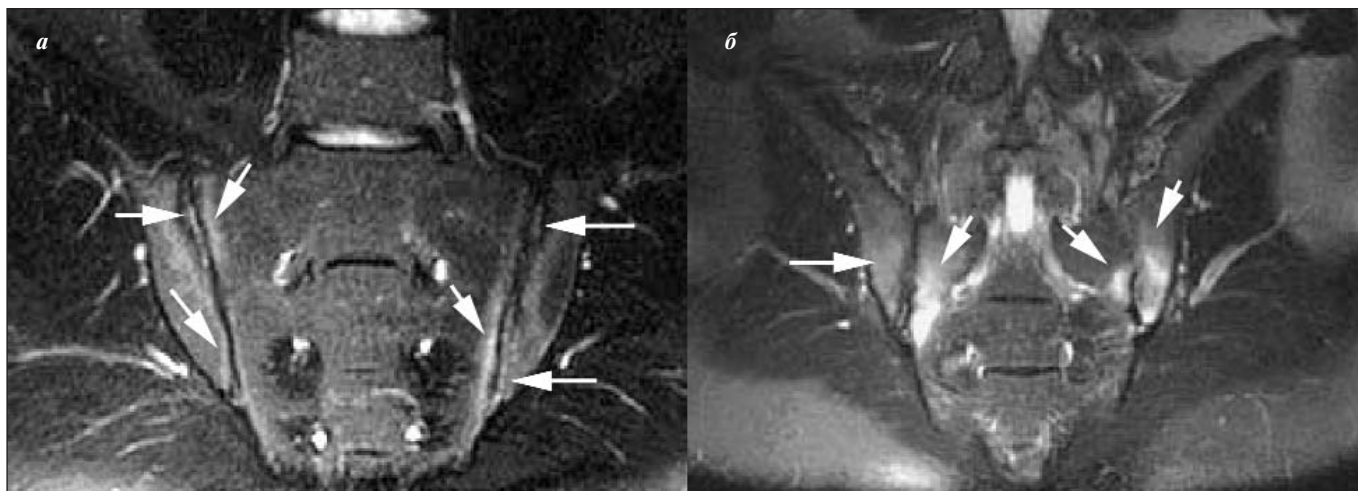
МРТ. а — T_2 -FS-взвешенный режим. Вдоль замыкательных пластинок тел обеих подвздошных костей и боковых масс крестца имеются линейные зоны слабо повышенного сигнала — отек субхондральной кости (длинные стрелки). Увеличена интенсивность сигнала от структур полости обоих КПС — отек (короткие стрелки); б — T_2 -FS-взвешенный режим. Множественные зоны сигнала высокой интенсивности — ОКМ (стрелки) в области обоих КПС
